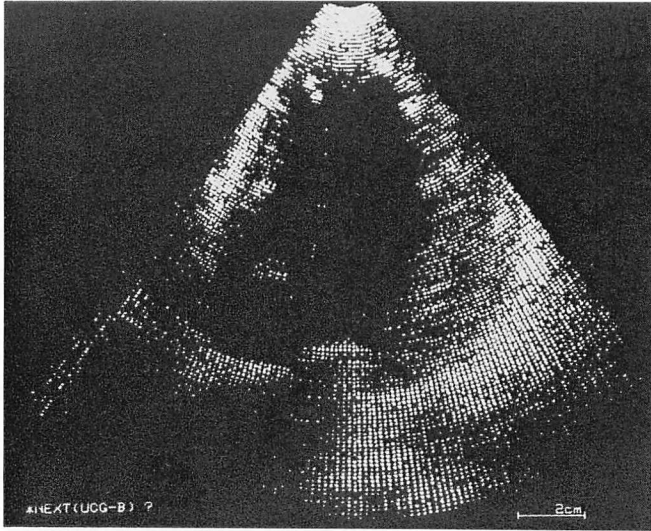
Digitized two-dimensional sector scan echocardiogram.
